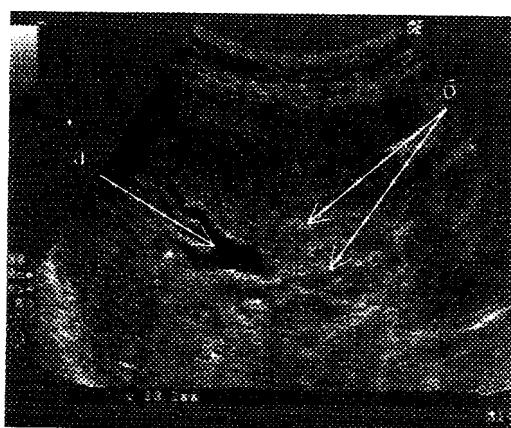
Ультразвуковая томограмма больного с опухолью правого долевого протока (II тип):
